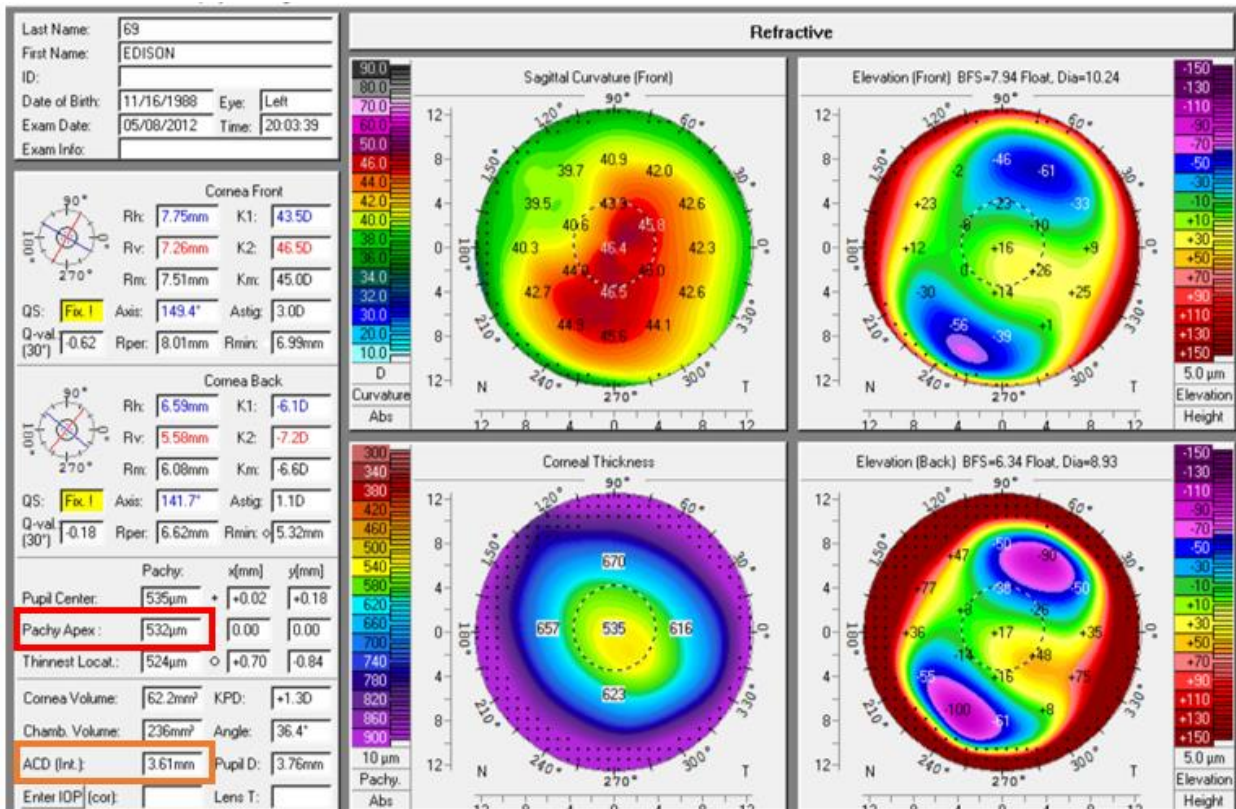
Mapa refractiu del pentacam. Valors de  $CT_{apex}$  i  $ACD_{Pentacam}$ .
